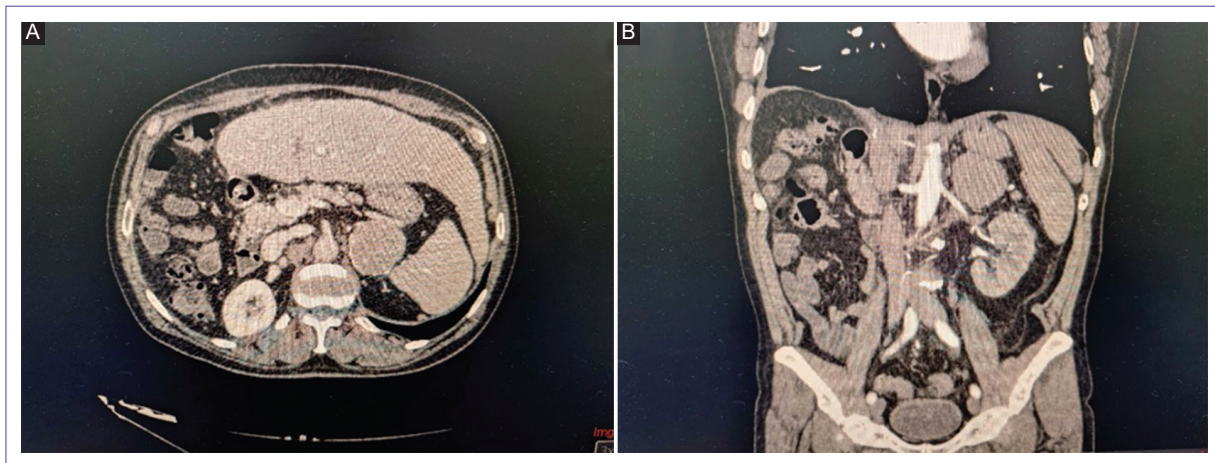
A: imágenes coronales por tomografía abdominal contrastada donde se evidencia tumor a nivel de glándula suprarrenal izquierda. B: tomografía axial de abdomen en fase contrastada tumor de glándula suprarrenal izquierda en cercanía con bazo y cola de páncreas.
